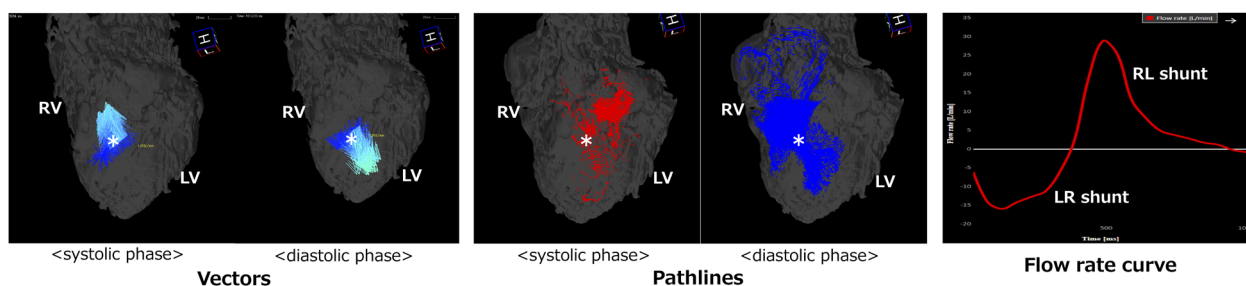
膜様部 VSD の 4D フロー MRI (vectors, pathlines, flow rate curve)
